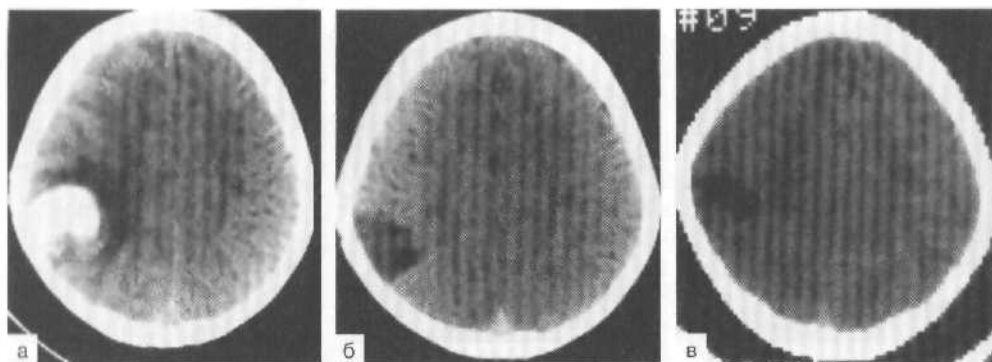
КТ ребенка 1 года 8 мес. Внутримозговая гематома в задних отделах правой теменной области.
